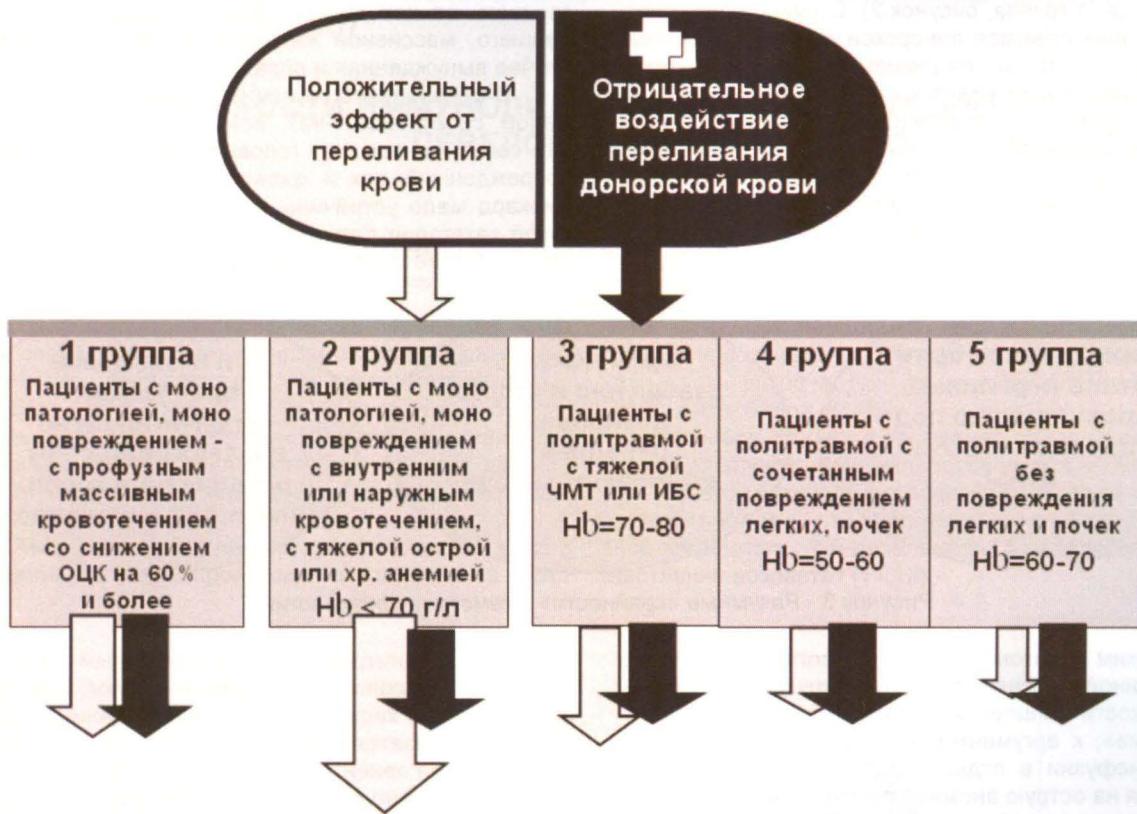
Разные эффекты гемотрансфузии при различных ситуациях с острой постгеморрагической анемией
